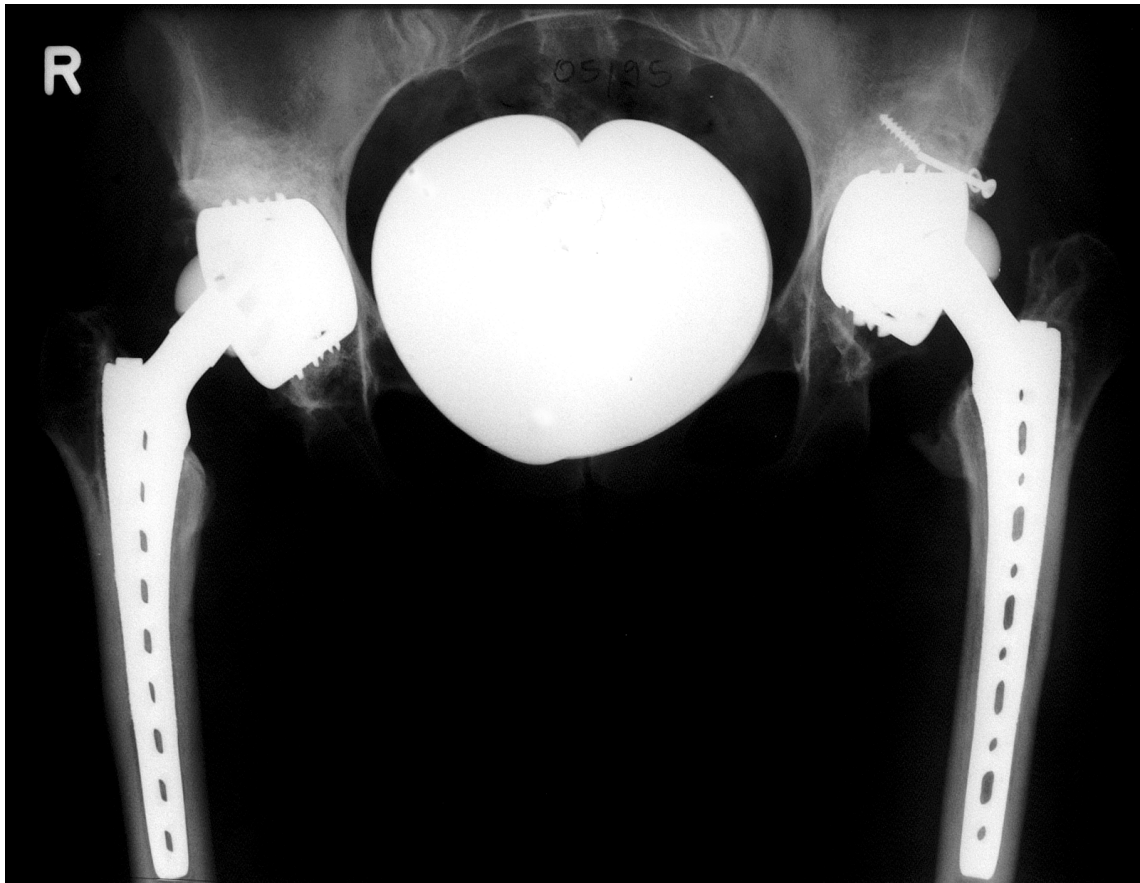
radiologisch Lockerung der Pfannenkomponente und falsch positive Anreicherung um den Hals im FDG- PET
